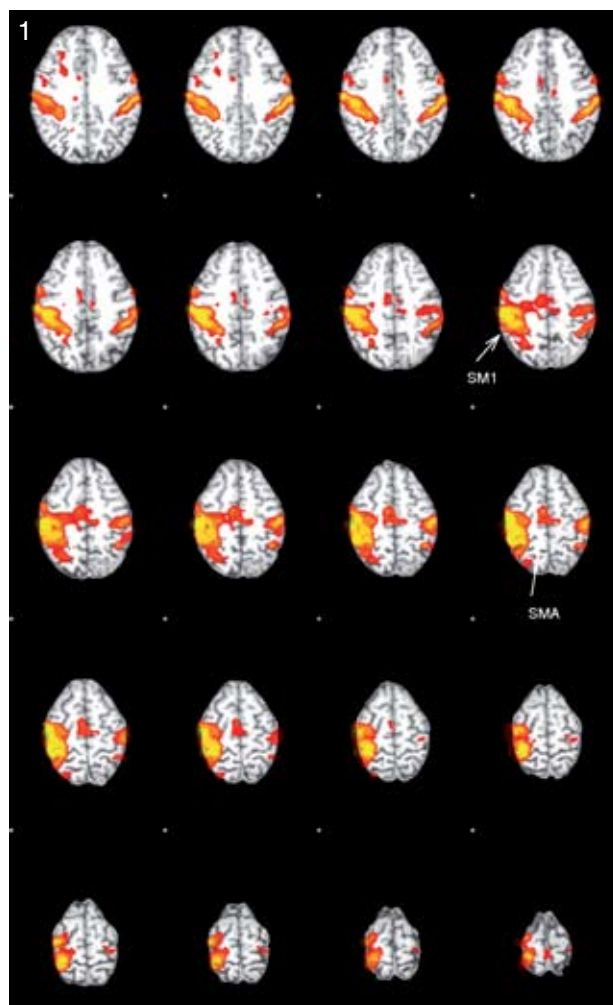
Resonancia funcional motora de mano izquierda, en la cual se visualiza el área motora primaria (SM1) y el área motora suplementaria (SMA). Estas áreas se utilizan para generar los ROIs utilizados para seleccionar tractos.
